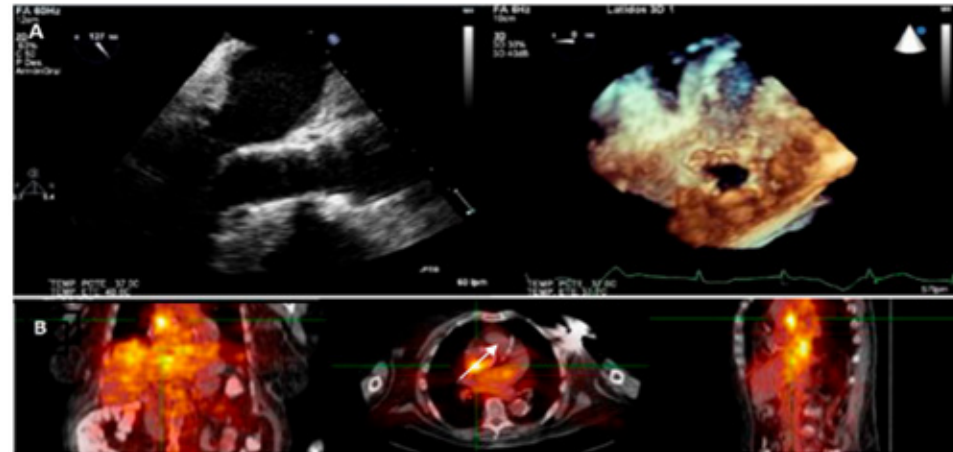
Paciente con diagnóstico de EI rechazada de acuerdo a los criterios de Duke. A: Vista transesofágica, endoprótesis aórtica normoinsera sin imágenes sugestivas de complicaciones infecciosas. B: PET/CT con imagen hipercaptante (SUV 5,8) en región posterior de prótesis aórtica (flecha).
